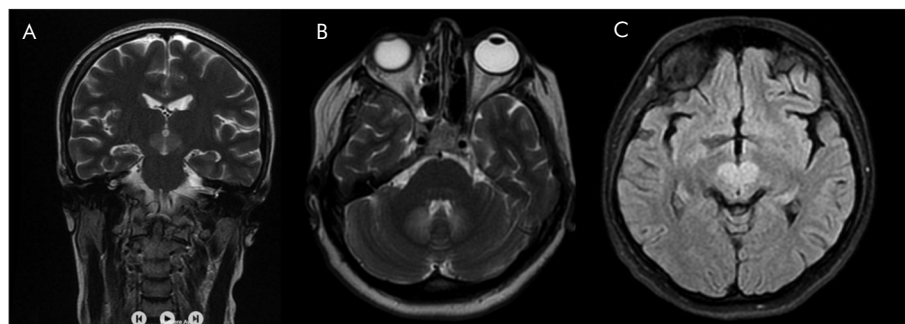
A. Bilateral hyperintense T2 MRI lesions in splenium of corpus callosum. B. Bilateral hyperintense T2 MRI lesions in dentate nuclei of cerebellum. C. Bilateral hyperintense FLAIR MRI lesions in mesencephalon
